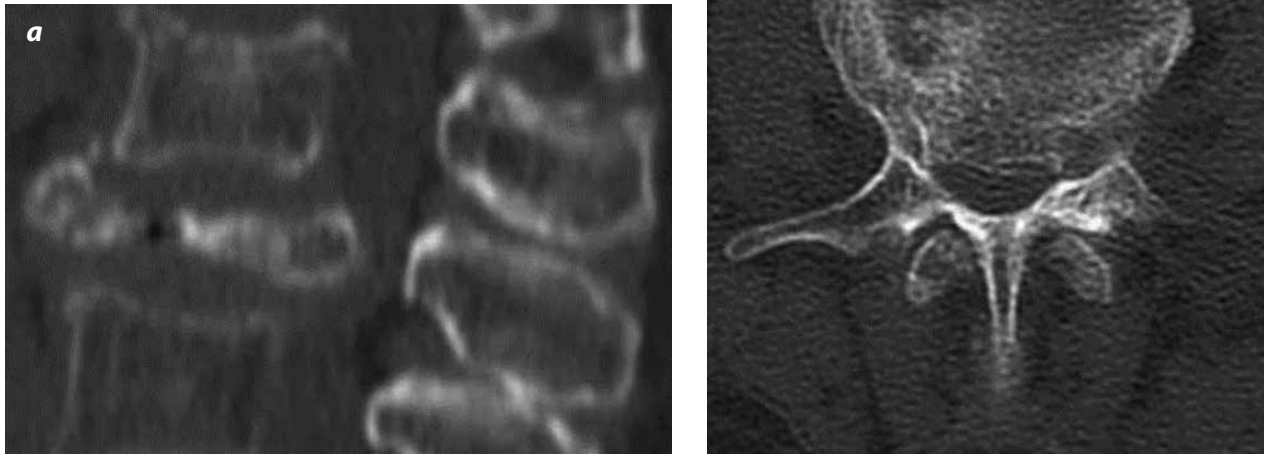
a y b). Fractura A.3.3. Cortes sagital y axial de TC en ventana para hueso que muestra estallido completo vertebral.
